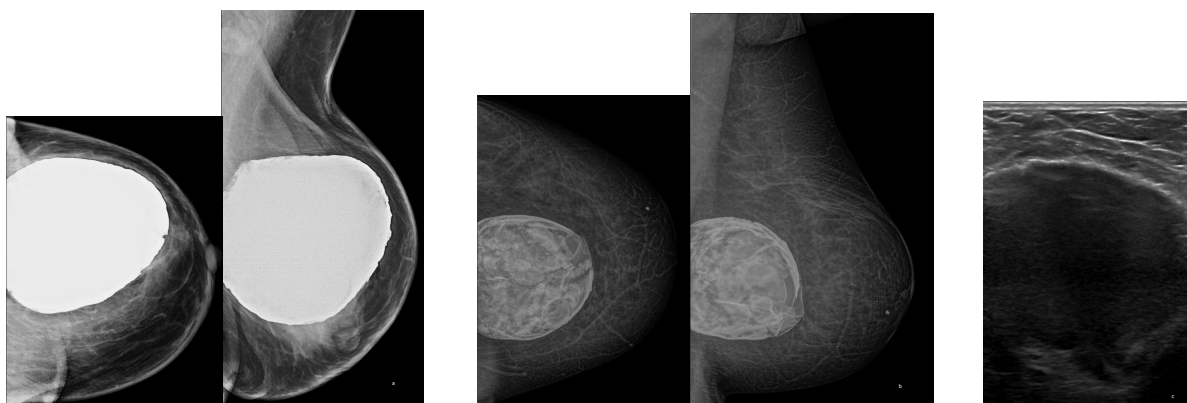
Diagnóstico diferencial implante mamario con contractura capsular (a) vs quiste mamario calcificado (b). (c) Ecografía de la lesión quística calcificada visualizada en b (con PAAF de contenido de quiste)
